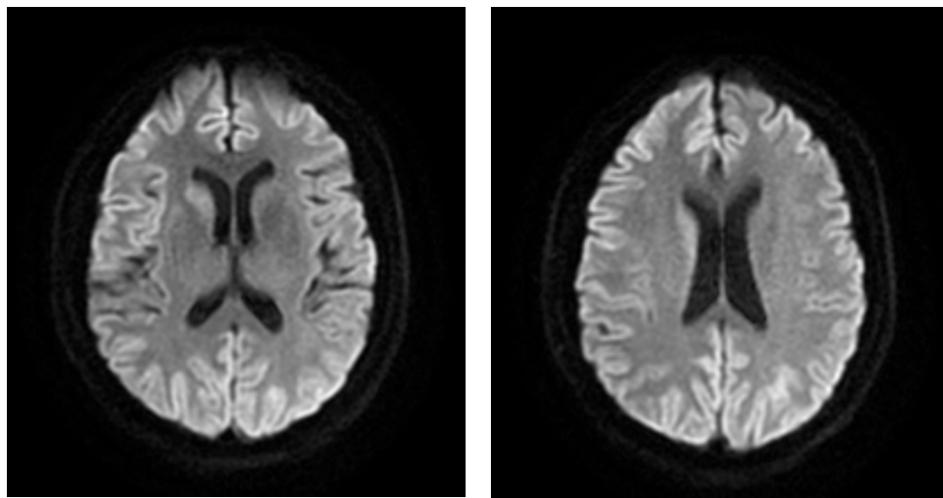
The DWI of the case 1 patient was 2 days after admission (52 days after onset)
